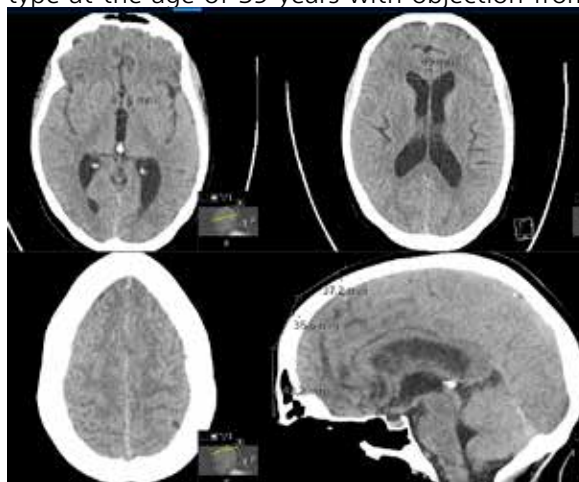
Initial Brain CT shows a subtle hydrocephalus with a moderate widening of the temporal horns and moderate effacement of the parasagittal sulci.
